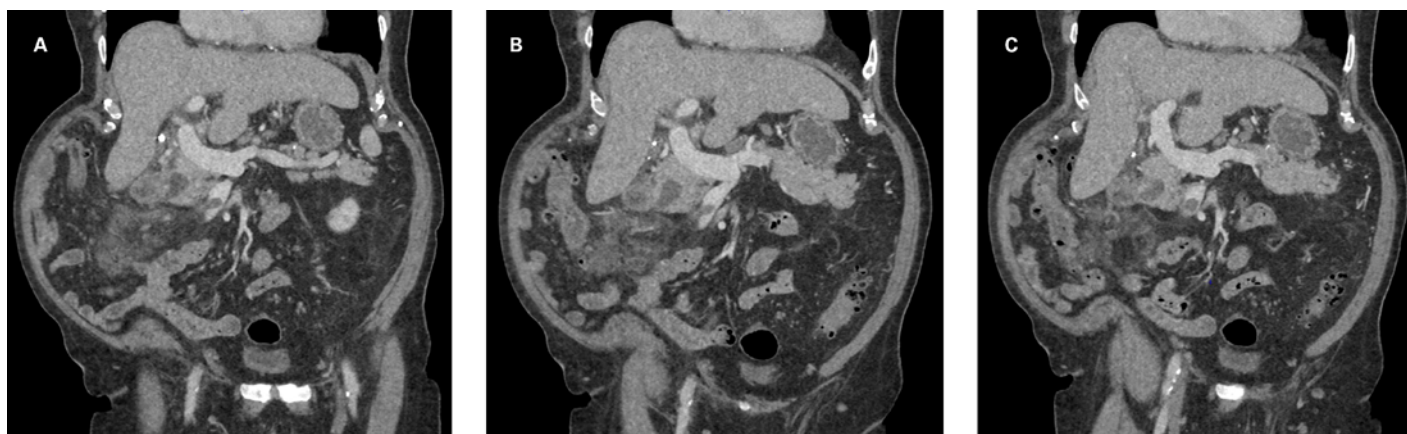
A–C) Tomodensitométrie (TDM) coupe sagittale de l'abdomen 3 jours après l'admission, veine mésentérique thrombosée.
